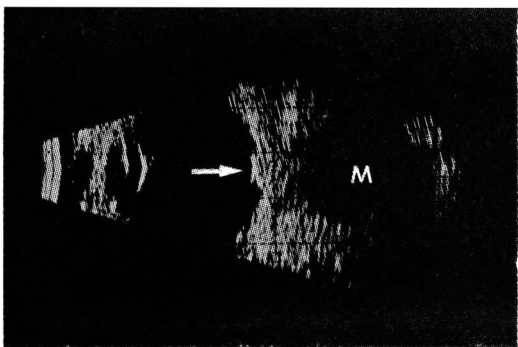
Ecografia B mostrando pequeno melanoma maligno de coróide (seta) com extensão extraocular maciça (M).
